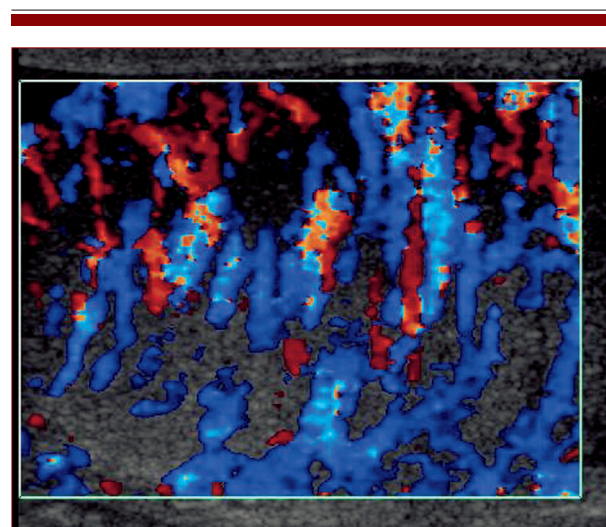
Eco-Color-Doppler scrotale, scansione sagittale. Caso di orchite acuta in paziente con parotite. Marcato incremento della vascolarizzazione del testicolo.
